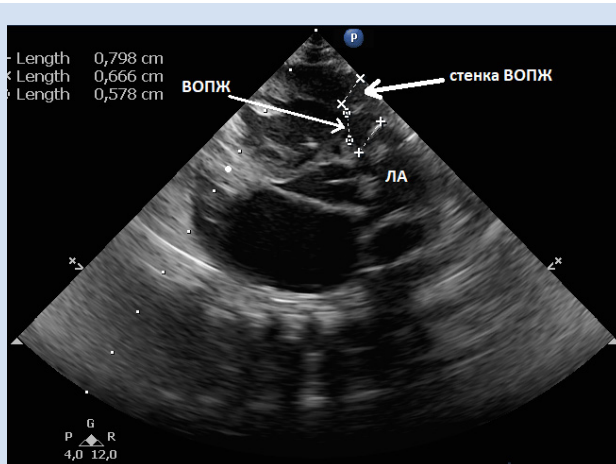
ЭхоКГ новорожденного с АЛА ИМЖП, парастеральная позиция, короткая ось: А – эхокардиографическое изображение предполагает мембранозную легочную атрезию; В – режиме ЦДК, визуализируется отсутствие прямого потока в ЛА, ретроградное заполнение ствола легочной артерии через ОАП
